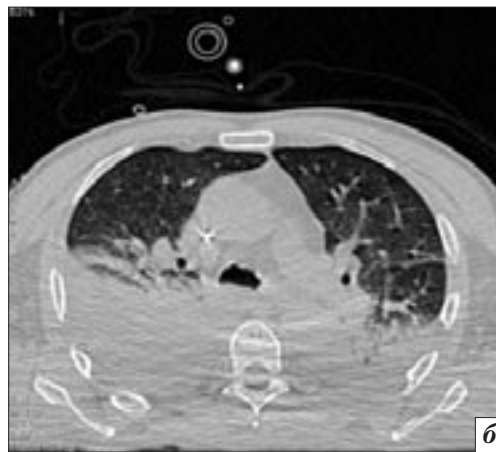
Мультиспиральные компьютерные томограммы мужчины 65 лет, 1-е сут после удаления менингиомы правого мостомозжечкового угла: *а* – МСКТ головного мозга, без особенностей; *б* – МСКТ органов грудной полости, определяется картина двустороннего гидроторакса, двусторонних компрессионных ателектазов.
